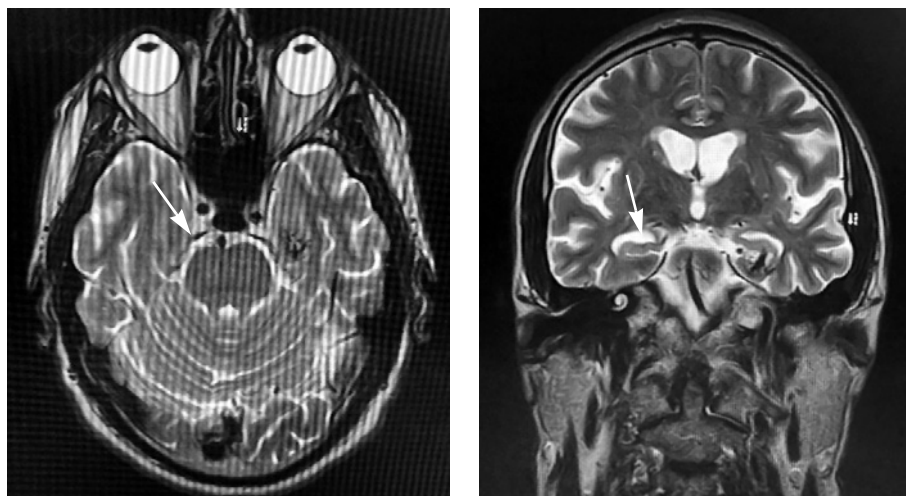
МР-томограмма головного мозга пациента М.
